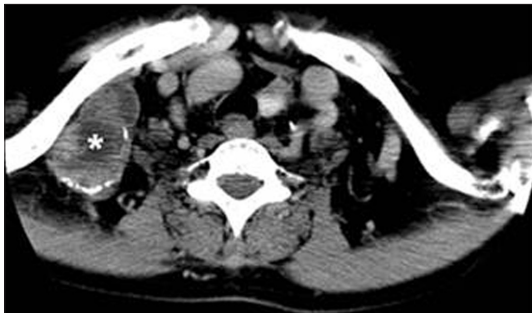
The preoperative finding of computed tomography scan shows an approximately 5.0×2.5 cm sized and well marginated mass (asterisk) with the homogeneous low density and the focal high density in the right supraclavicular area.
